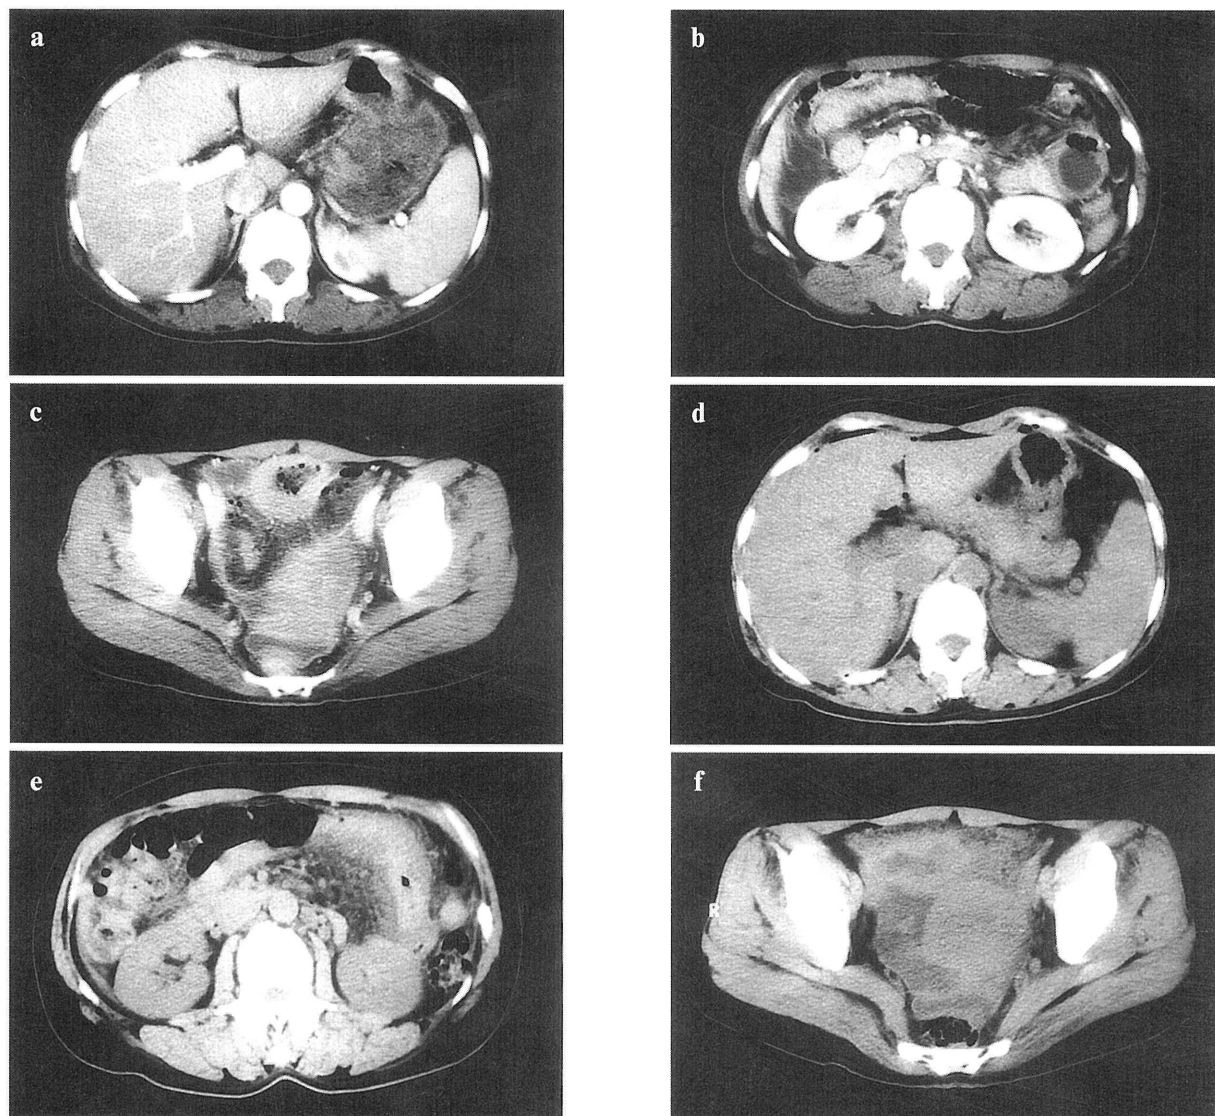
術前腹部 CT 所見. abc: 初診時造影 CT. def: 入院 2 日目の単純 CT.
